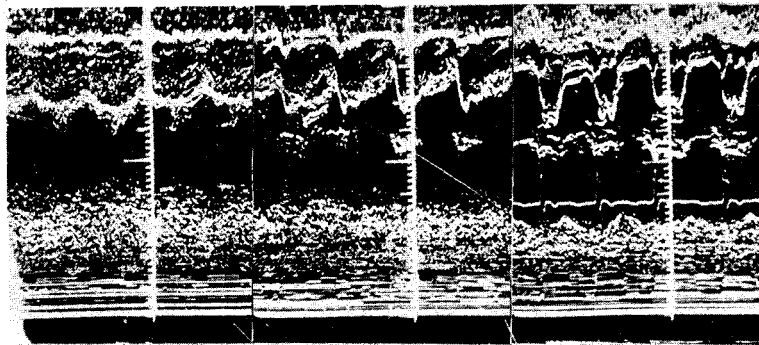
환자의 Echocardiography 수술전
